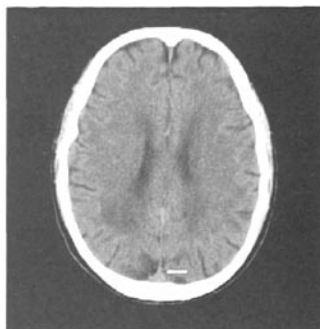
脑静脉窦和静脉血栓形成的CT“条索征”图像
